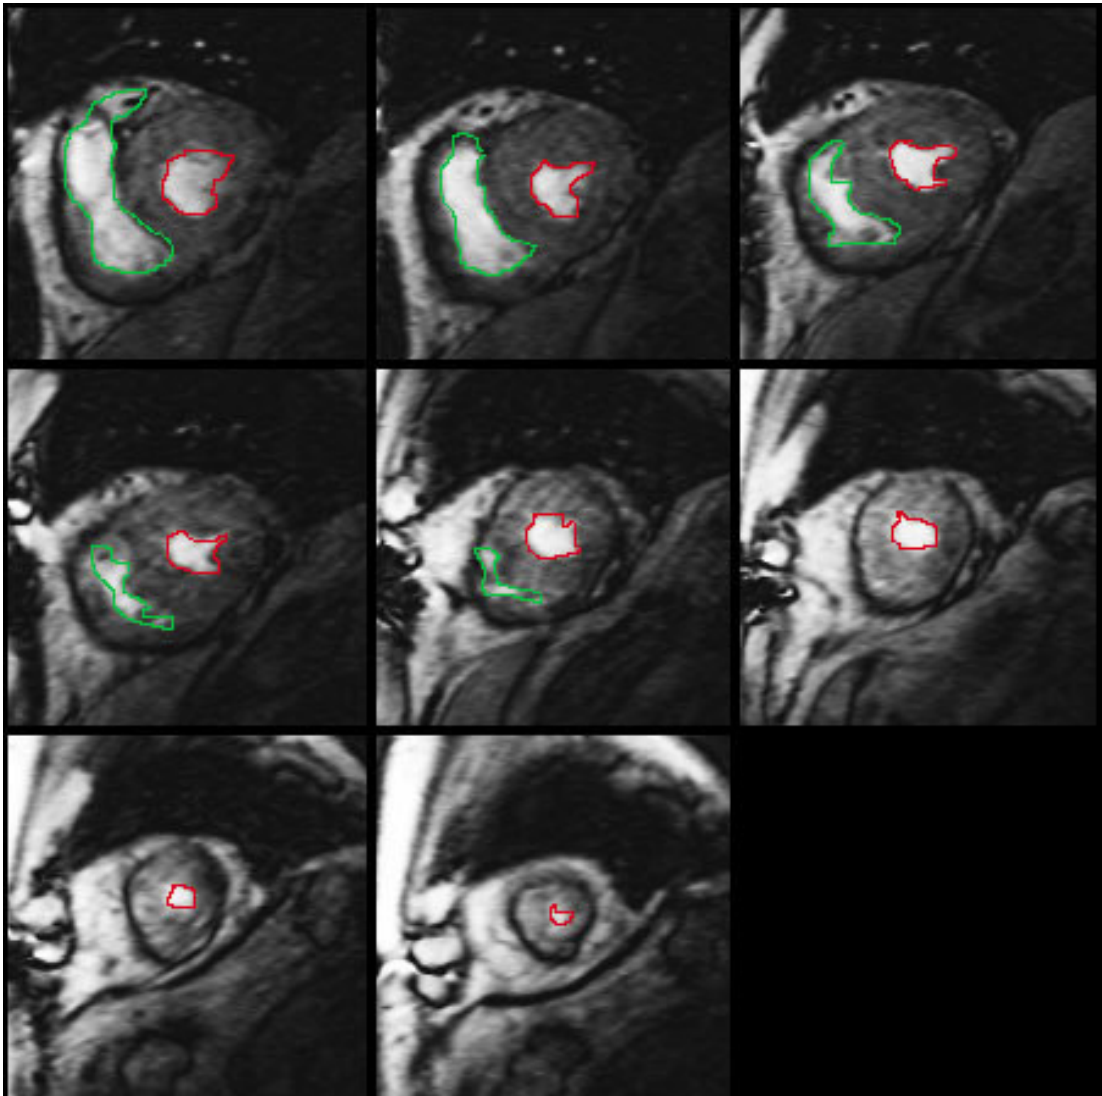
Messung des rechten und des linken Ventrikellinnenvolumens während der Systole in der MRT.
